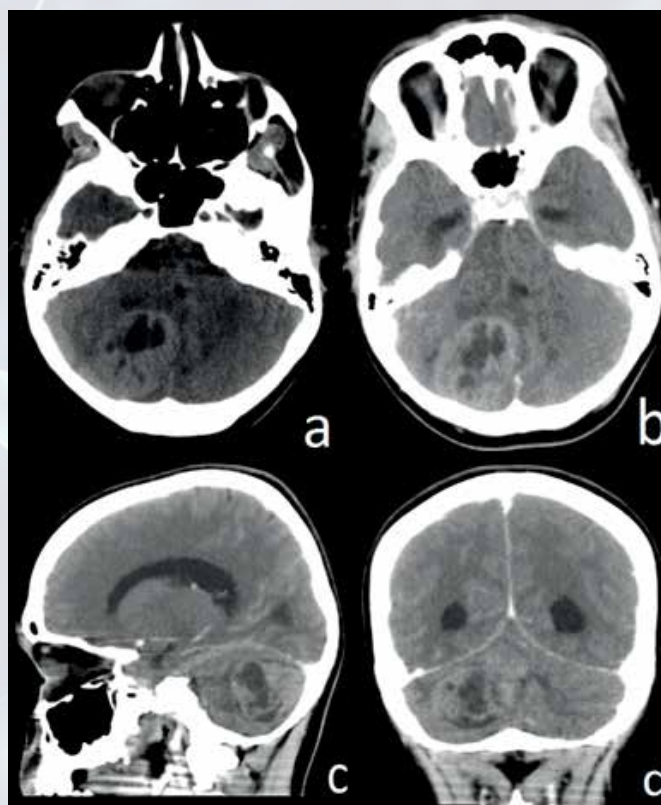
TC cerebral axial sin contraste (a) y con contraste (b), sagital (c) y coronal (d) con contraste. Tumor intraaxial en hemisferio cerebelar derecho, con contornos bien definidos, de aspecto heterogéneo, con zona central quística (necrótica) y captación de contraste.
